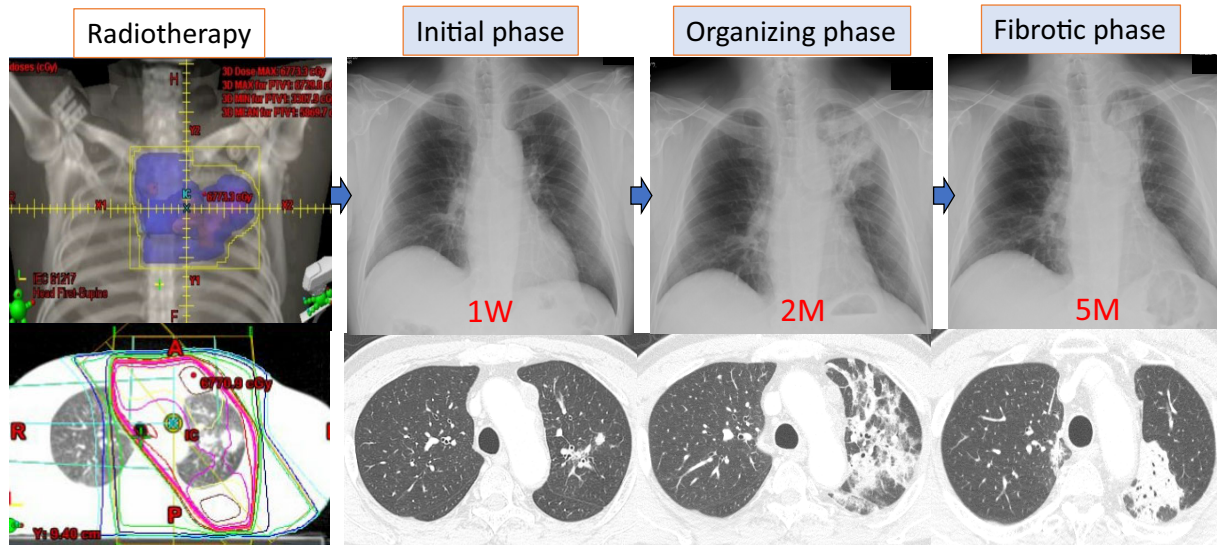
Typical chest X-ray and CT findings of radiation pneumonitis.
